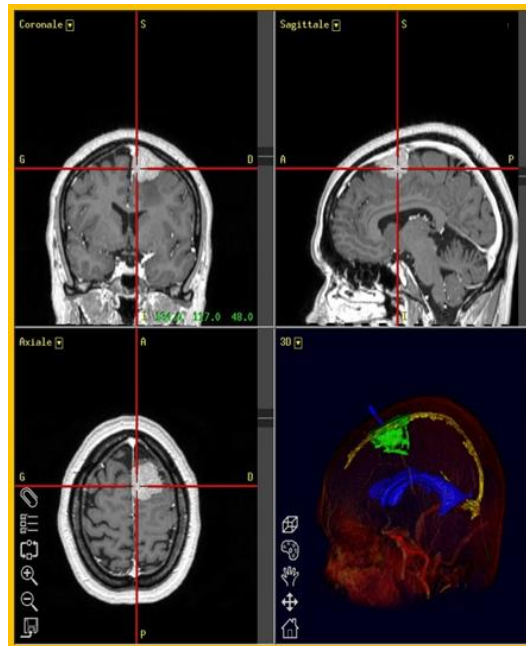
IRM préopératoire et neuronavigation avant craniectomie. La tumeur (GHG) a pris le contraste (blanc) sur l'image. La croix rouge indique la position de la sonde de géolocalisation et les trois coupes présentées sont la vue coronale, sagittale et axiale.
